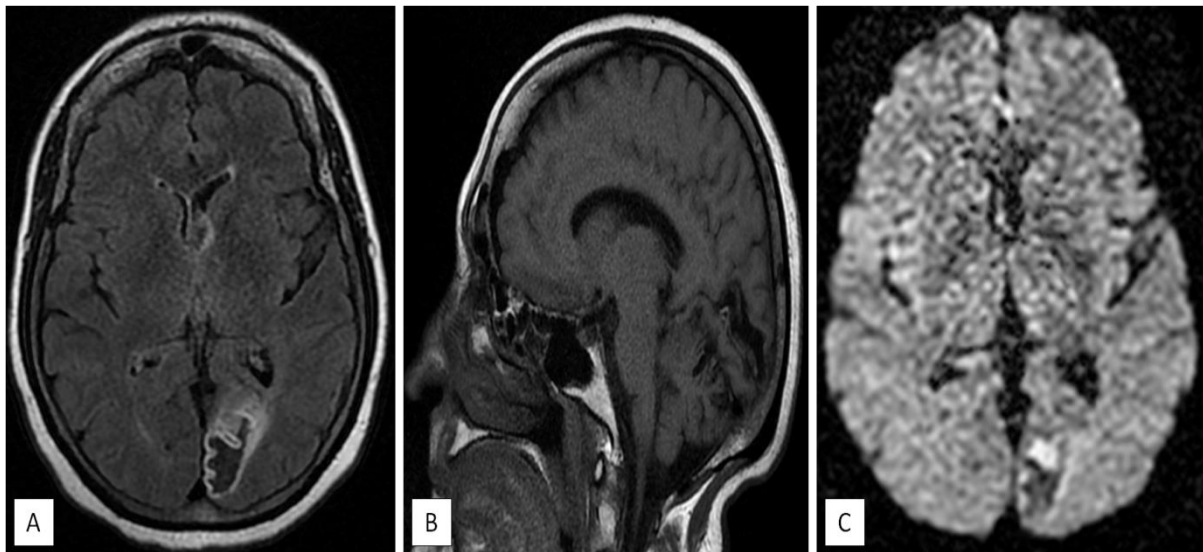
L'IRM cérébrale montre la présence d'une plage occipitale parasagittale gauche, décrite en hypersignal T2 et FLAIR (coupe axiale : A), en hyposignal T1 (coupe sagittale : B), non restrictive en diffusion (coupe axiale : C) et non rehaussée après injection de Gadolinium.
